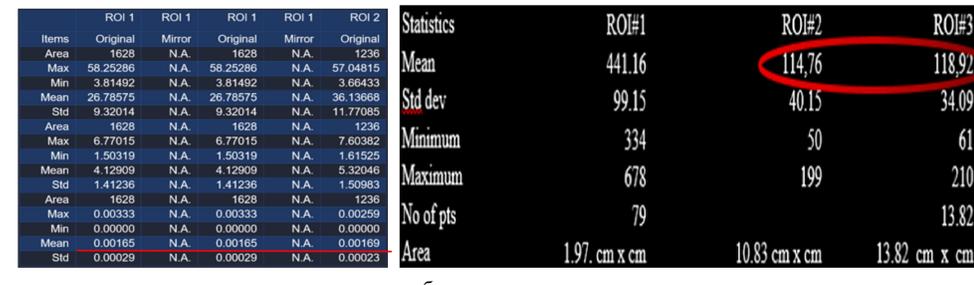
МРТ органов брюшной полости и забрюшинного пространства пациентки Ц 38 лет, ВИЧ-инфекция, интерстициальный нефрит на фоне приема НПВС и сульфаметоксазола-триметоприма: а - результаты ИКД (ROI1—левая почка, ROI2—правая почка), б - показатели ASL-перфузии (ROI2—левая почка, ROI3—правая почка)
